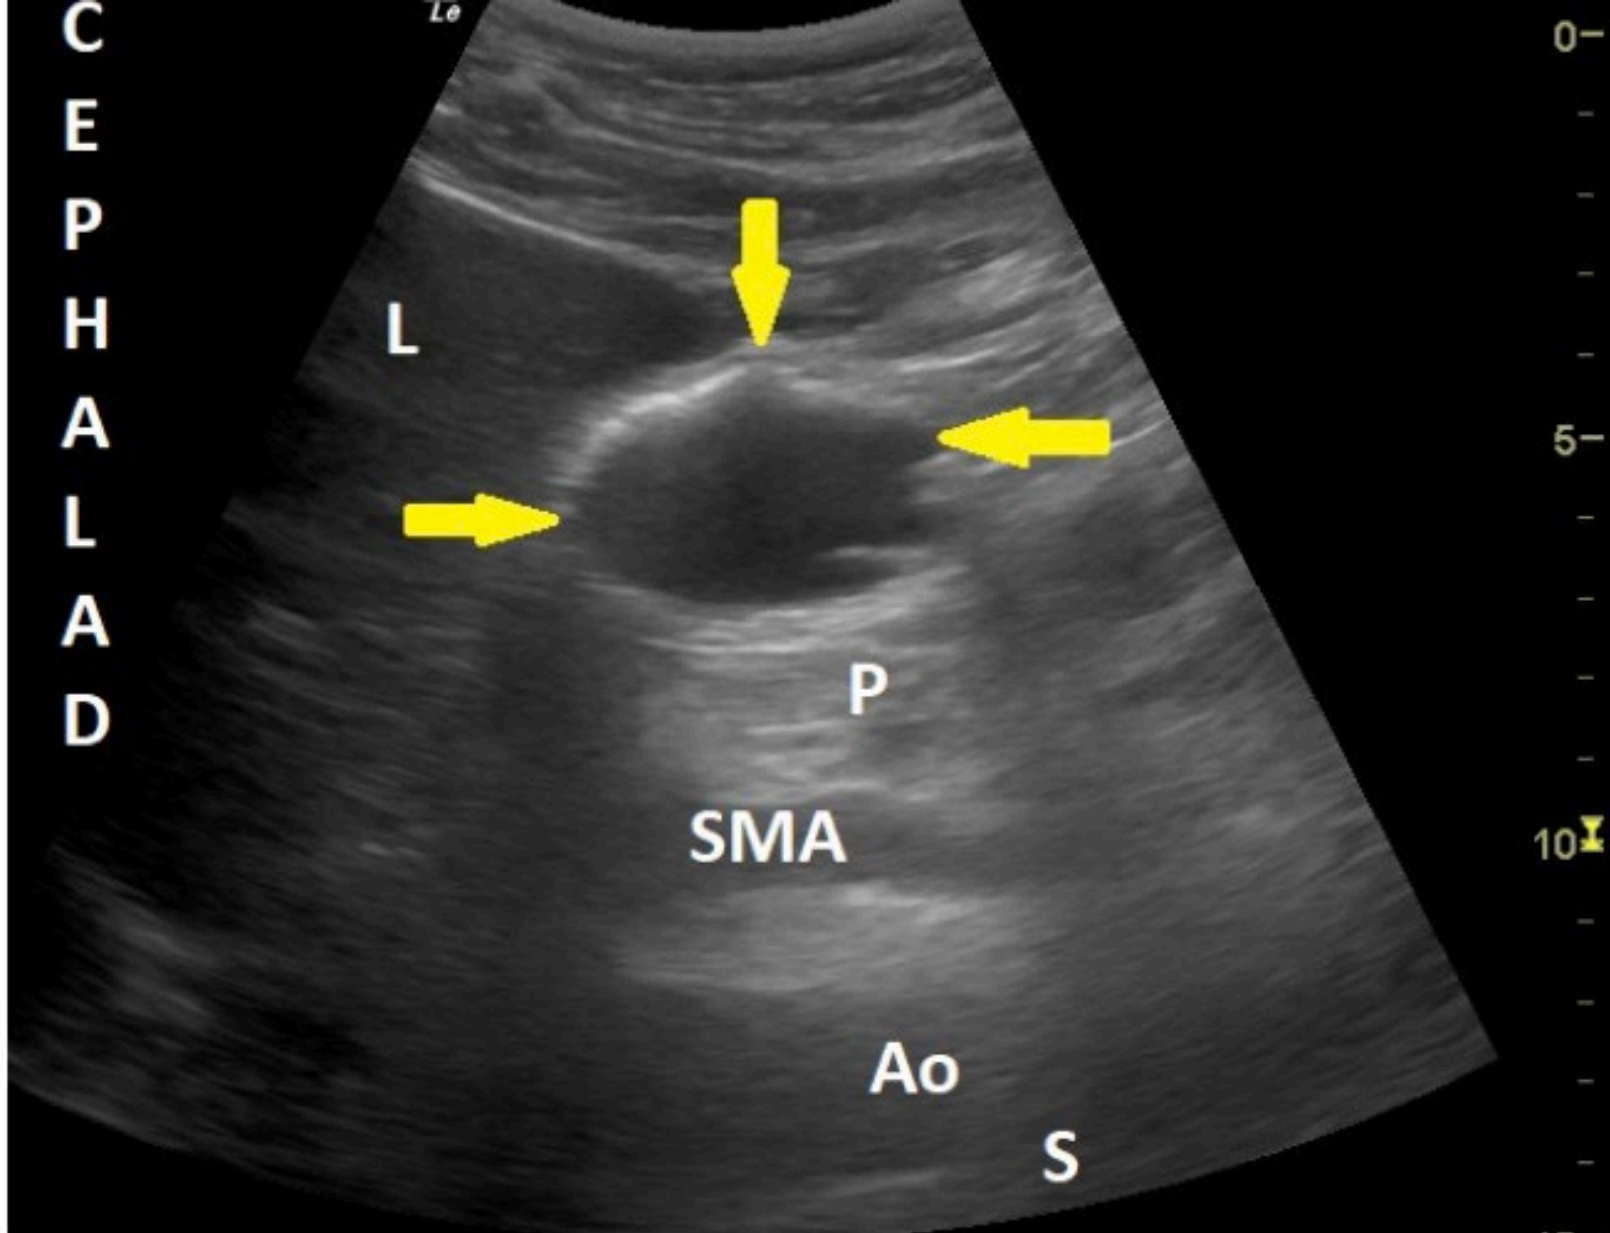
Sonographic image of the antrum with clear (hypoechoic) fluid content
